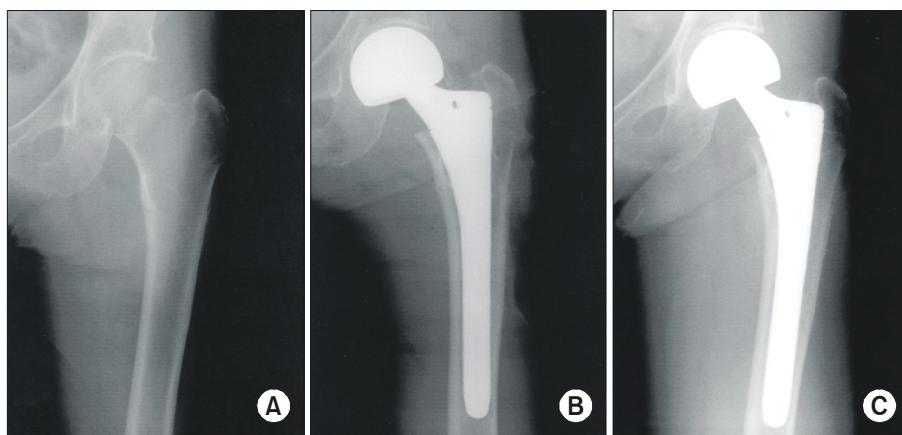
(A) Preoperative radiograph of a 95 year old woman showing a type III femoral neck fracture. (B) Immediate postoperative radiograph shows that the stem was fixed well inside the medullary canal. (C) Post-operative 5-year radiograph shows good fibrous stable fixation.
